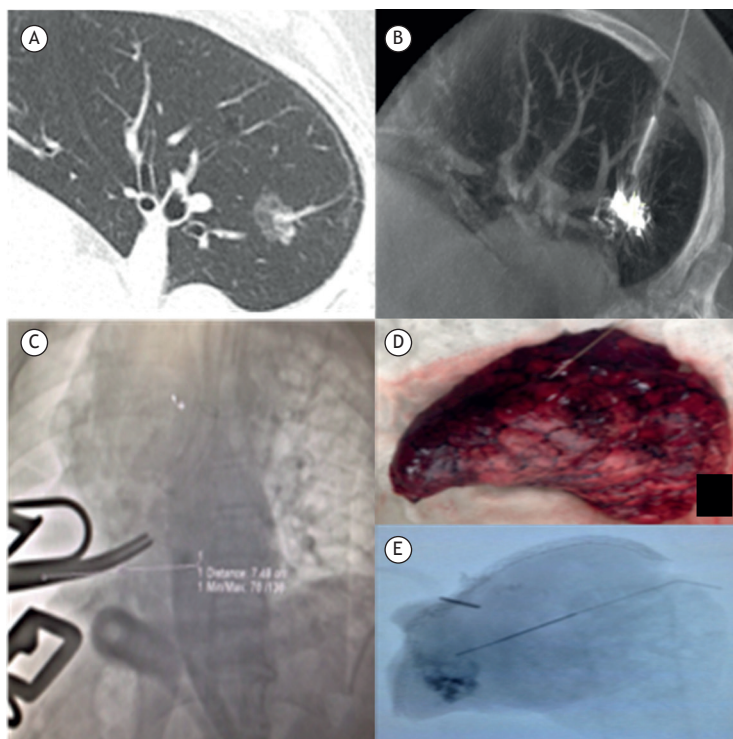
Caso 3. Em A, imagem de TC evidenciando nódulo semissólido. Em B, imagem de TC intraoperatória com marcação do nódulo com lipiodol. Em C, radioscopia intraoperatória com pinça garantindo a margem em relação ao nódulo marcado. Em D, fotografia da peça cirúrgica, retirada do segmento superior do lobo inferior. Em E, radiografia da peça cirúrgica com identificação do nódulo marcado com margem adequada.
